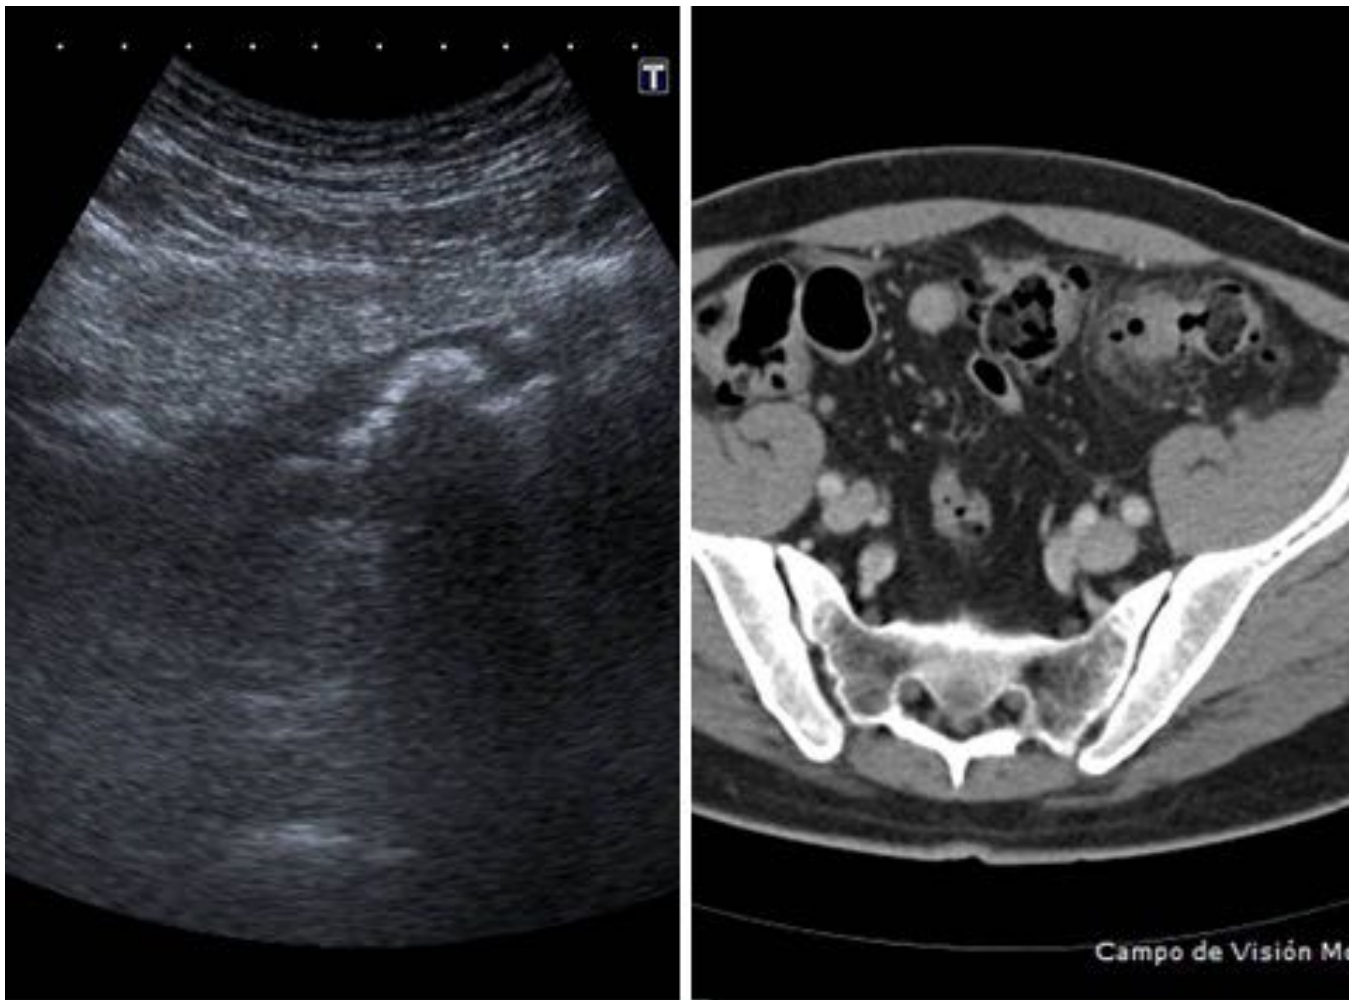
Fig. 11. Corte axial de TC con CIV del paciente de la figura anterior, en el que se visualiza el fle
